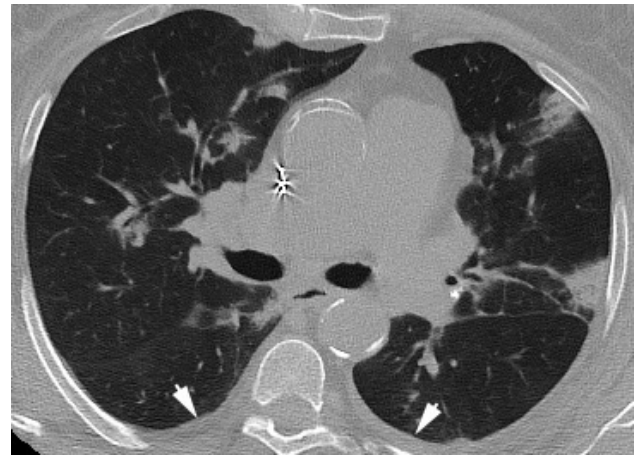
Şiddetli pnömoni klinik bulguları olan 79 yaşında erkek hastada geç dönemde, semptomların başlangıcından 21 gün sonra elde olunan Toraks BT aksiyel (a) ve koronal (b) kesitlerde bilateral, sağda daha belirgin, üst lobları da tutan, fibrozis ile uyumlu interstisyel tutulum, peribronşial kalınlaşma, hafif bronşial dilatasyon (ok başı a), sağda daha belirgin fokal plevral kalınlaşma (siyah oklar), solda fissülerde kalınlaşma (beyaz ok) ve sağ akciğerde volüm kaybı izleniyor. Tüm bu bulgular fibrozis ile uyumlu olarak değerlendirilmiştir.
